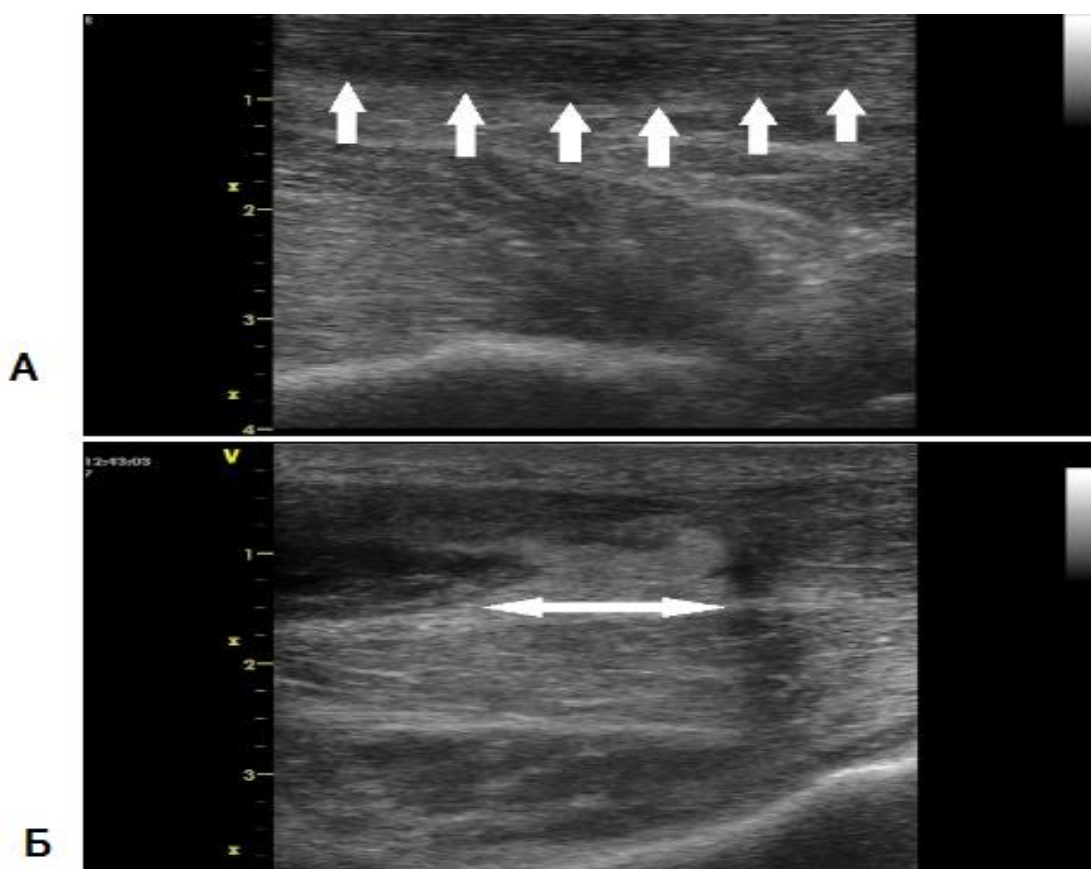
УЗИ голеней пациента 3.: А - левая голень, стрелками отмечено неизменённое ахиллово сухожилие; Б - правая голень, стрелкой отмечена зона повреждения (диастаз между концами) ахиллова сухожилия.
